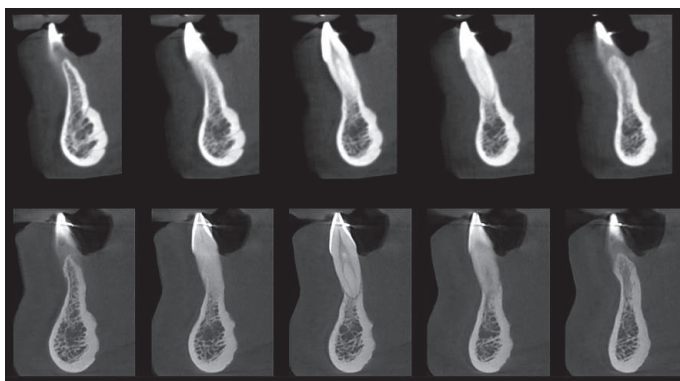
et 21 Coupes tomographiques (avant et 3 ans après traitement).
